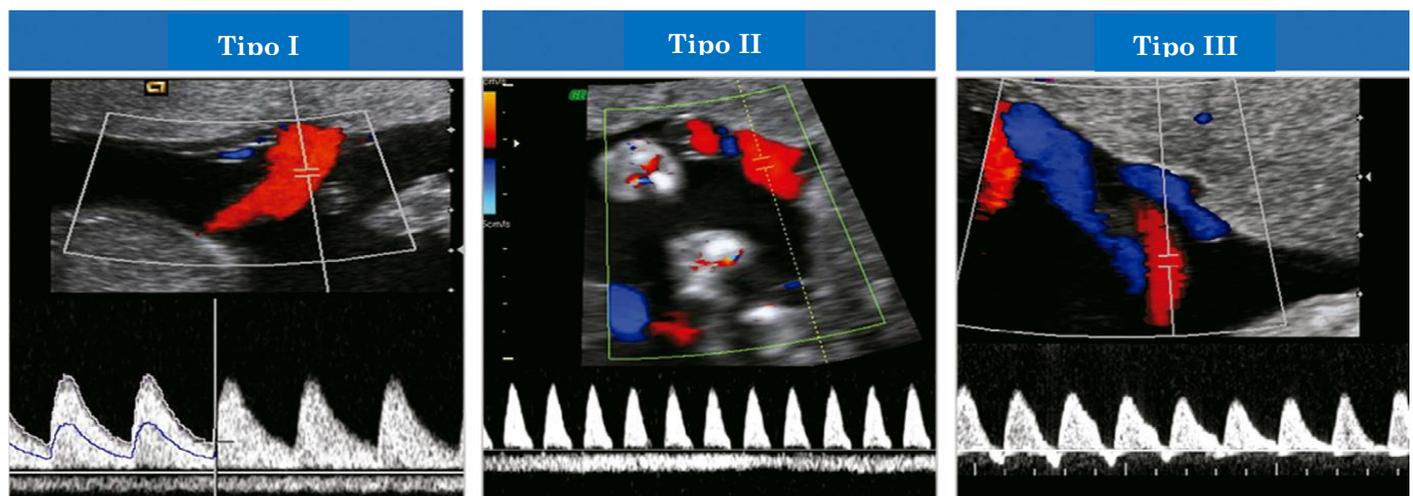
Clasificación de la restricción de crecimiento fetal selectiva en el embarazo gemelar monocorial. En el Tipo I, la forma de la onda Doppler de la arteria umbilical tiene un flujo diastólico final positivo, mientras que en el Tipo II hay un flujo diastólico final ausente o reverso (AREDF). En el Tipo III hay un patrón cíclico/intermitente de AREDF.
